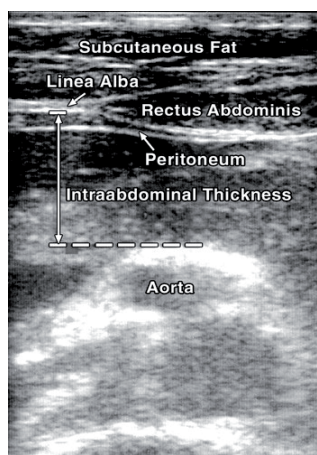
Punts de referència anatòmics per a l'estimació ecogràfica del greix intraabdominal. Vlachos IS et al. AJR Am J Roentgenol. 2007; 189: 1545-1553.
